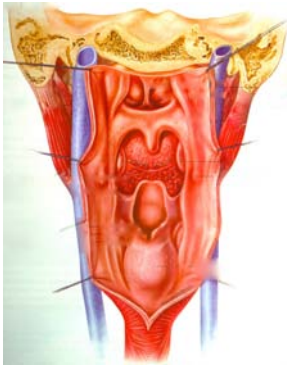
Sistema de resonancia. 3¹¹.
